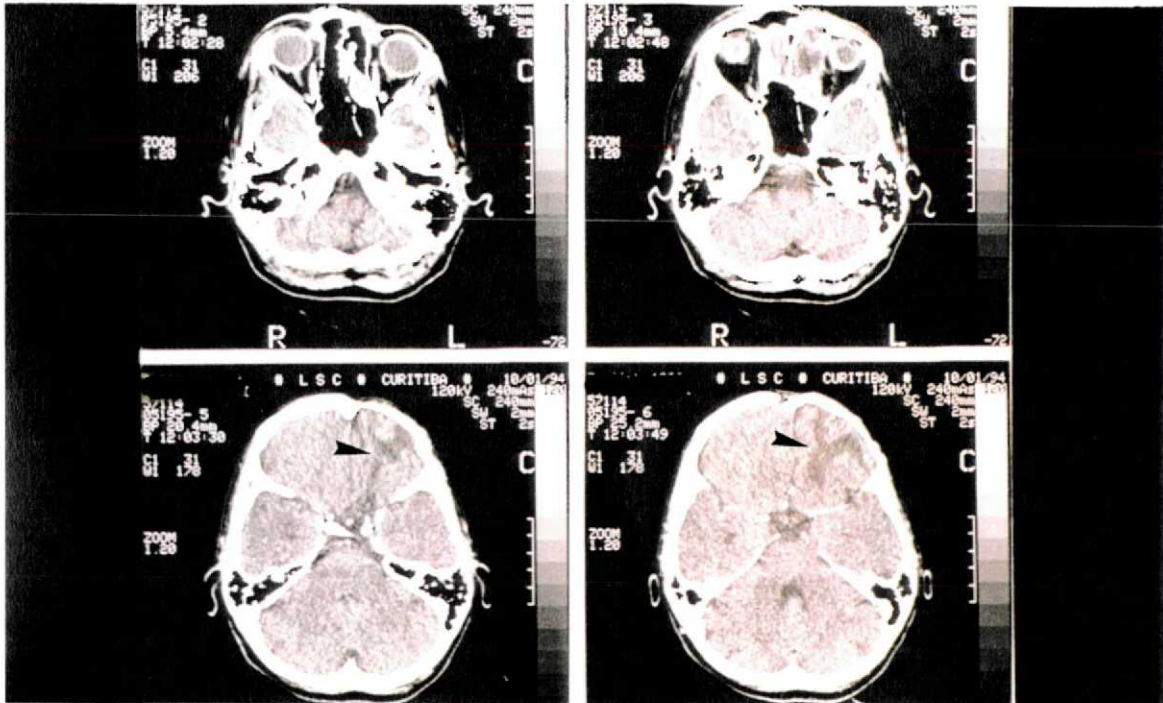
Exame de tomografia computadorizada do caso n.º 6, cortes axiais, apresentando área de gliose na região frontal esquerda (cabeças de seta) e ausência de neoplasia 4,5 anos após o tratamento cirúrgico.
